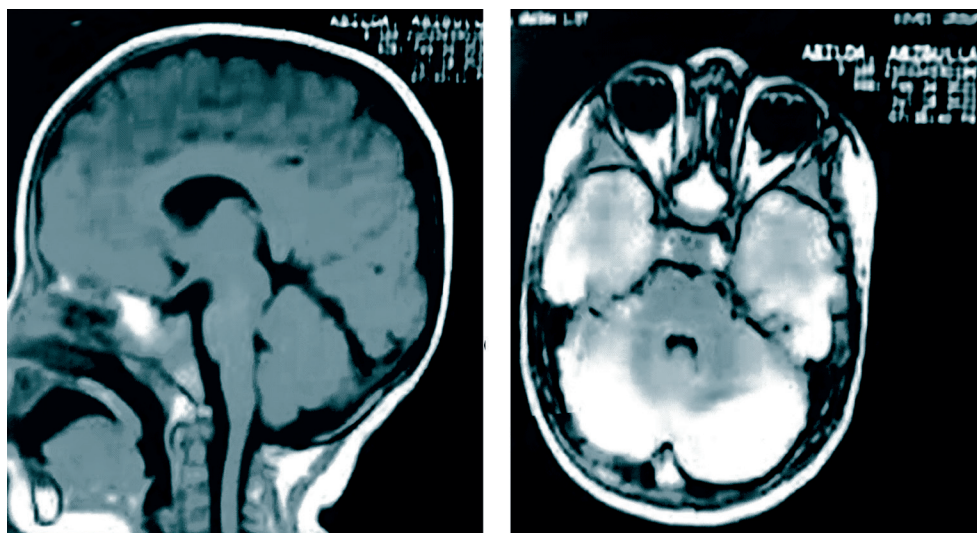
МРТ мозга, мальчик 2021 г.р., с наличием миссенс-мутации в гене ATM (брат девочки 2011 г.р.), без клинических проявлений
